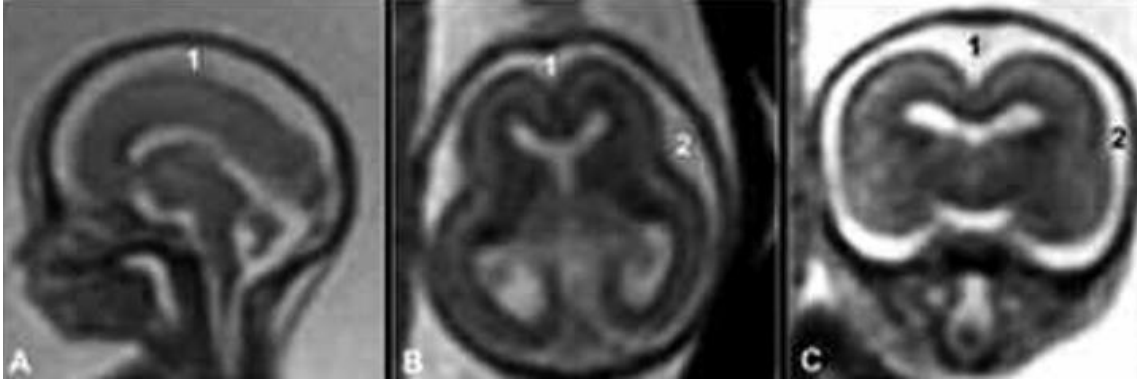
Sulcación del cerebro fetal en RMN en la semana 20 de gestación. (A) Sagital SSFSE T2, (B) Axial Fiesta; (C) Coronal Fiesta. En la semana 20, sólo la fisura interhemisférica (1) y la cisura de Silvio (2) serían visibles. Fuente: Tomado de Recio et al., 2010
